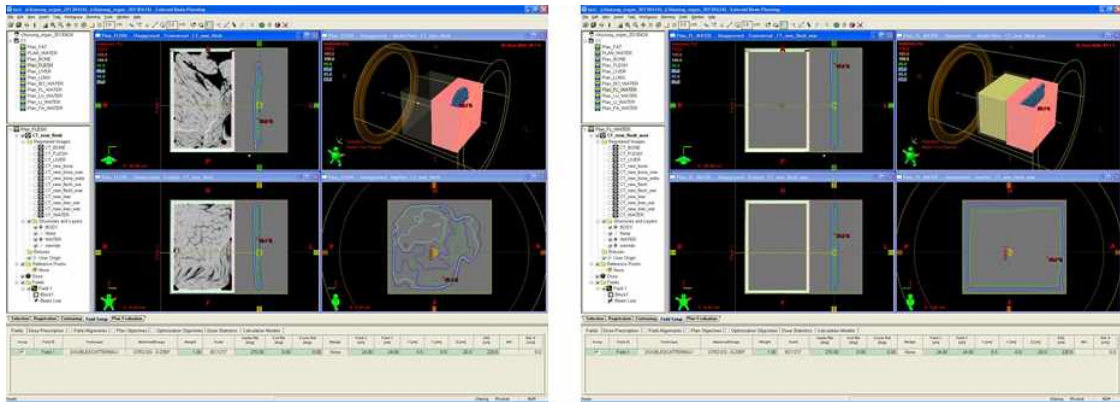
왼쪽의 그림은 Eclipse (v.8.1)에서 CT로 찍은 동물 장기를 넣은 용기를 이용하여 만든 치료계획을 보여주고 있다. 오른쪽의 그림은 아크릴 용기 안을 HU값 0으로 전부 바꾼 후 만든 치료계획을 보여주고 있다.
